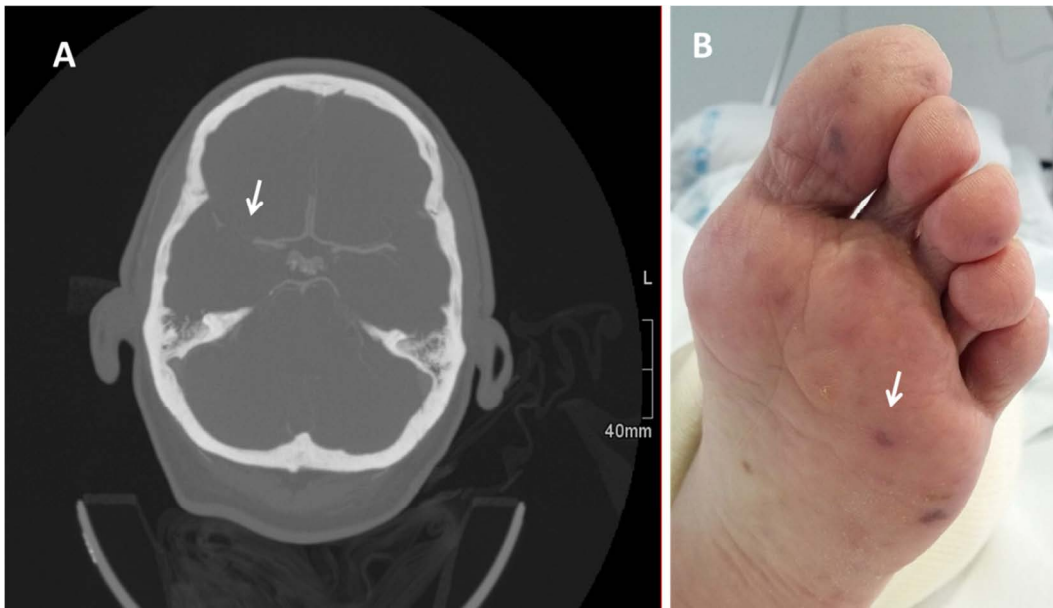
A) Imagen de angio-TC en el que se muestra una oclusión en la arteria cerebral media (flecha) como consecuencia de una embolia por endocarditis. B) Imagen de embolias múltiples en el pie izquierdo de un paciente con endocarditis (flecha)
